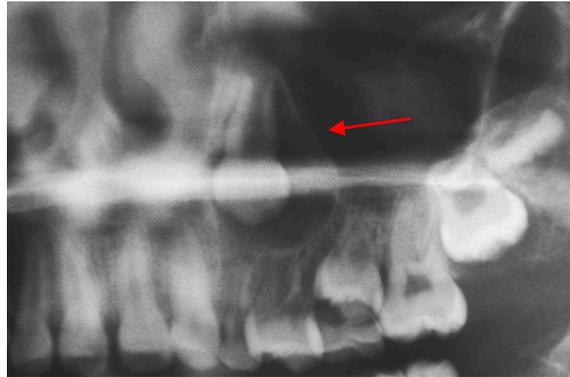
Image d'une radiographie panoramique recentrée sur le secteur maxillaire gauche. Présence d'une radio-clarté entourant la canine maxillaire gauche jusqu'à l'apex (flèche). (52)
